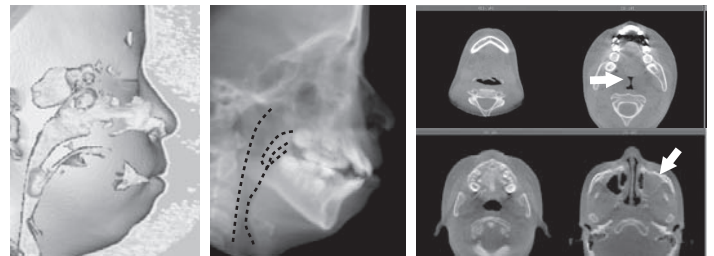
CT から構築された側面画像と断面形態 (文献¹⁾)
